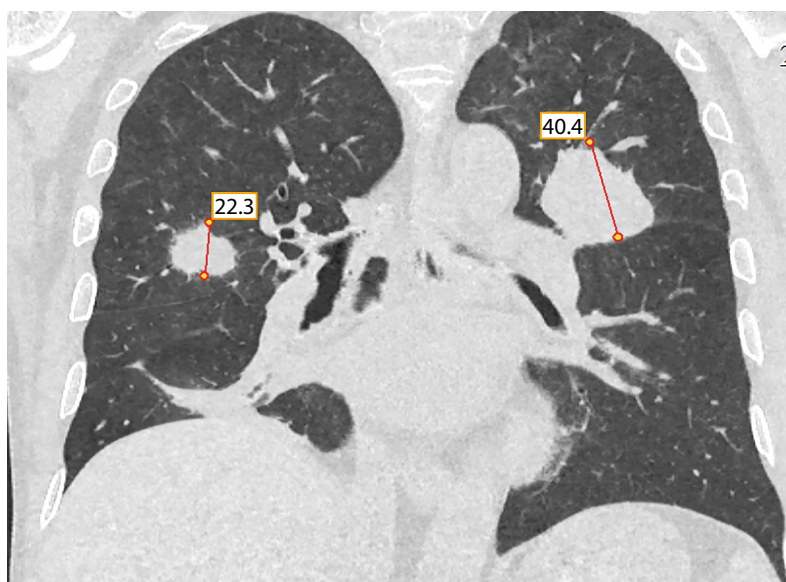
Контроль КТ грудной клетки через 20 дней: увеличение размеров новообразования в S3 левого легкого с 2,5 см до 4,4 см, накапливающее контраст, появление нового образования в S3 правого легкого 2,3х1,2 см.
